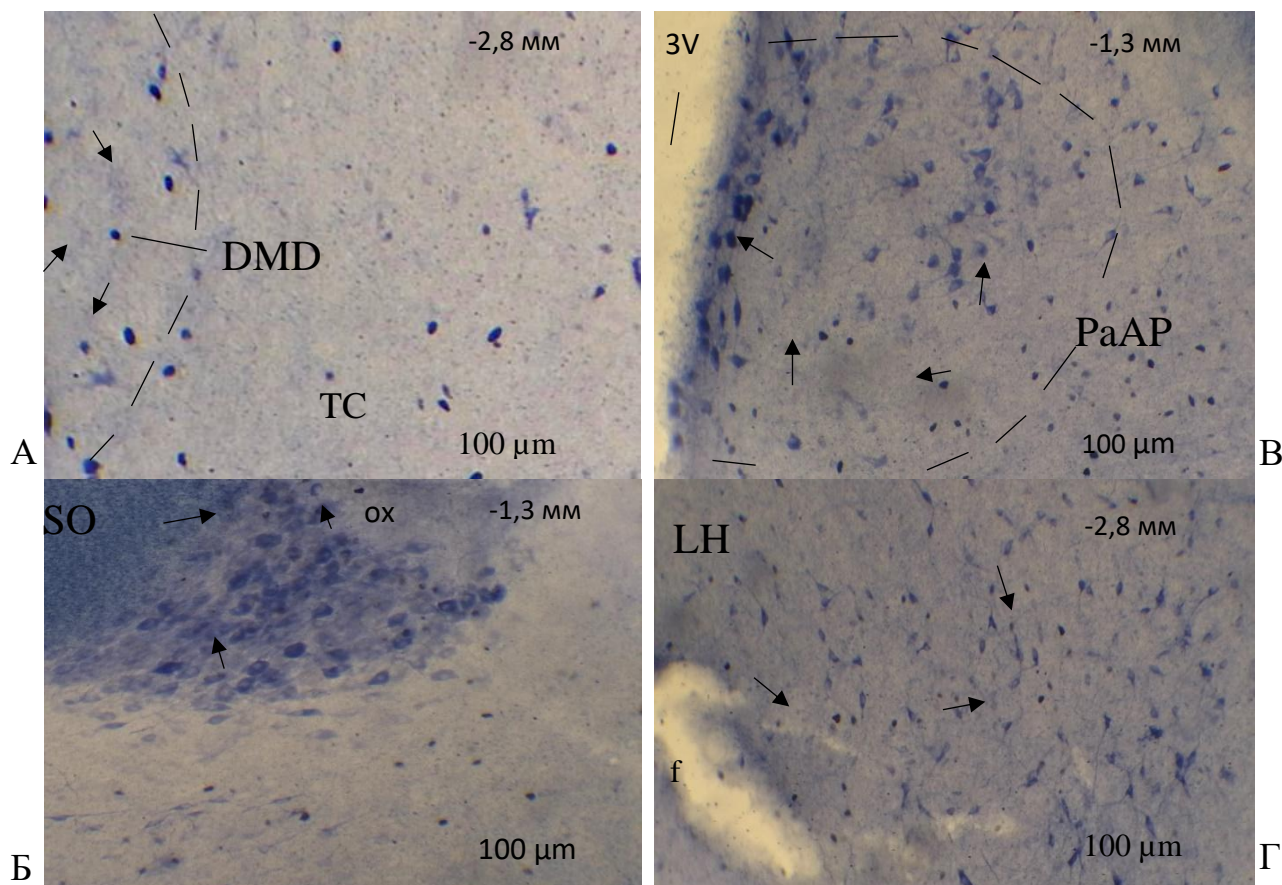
Мікрофотографії c-Fos-імунореактивних нейронів у різних структурах гіпоталамуса мозку щурів при різній алкогольній експозиції: фронтальні рівні -1,3 (А-Г) від брегми. Чорними стрілочками позначені c-Fos-імунопозитивні ядра мічених нейронів. Позначення структур: f – склепіння; DMD – дорсомедіальне гіпоталамічне ядро, задня частина; LHD/LHV – дорсальна й вентральна частини латерального гіпоталамічного ядра; ox – оптичний перехрест; PaAP – передня частина паравентрикулярного гіпоталамічного ядра; SO – супраоптичне ядро; TC – сірий горб; 3V – 3-й шлуночок. Масштаб 100 мкм у рис. А-Г
